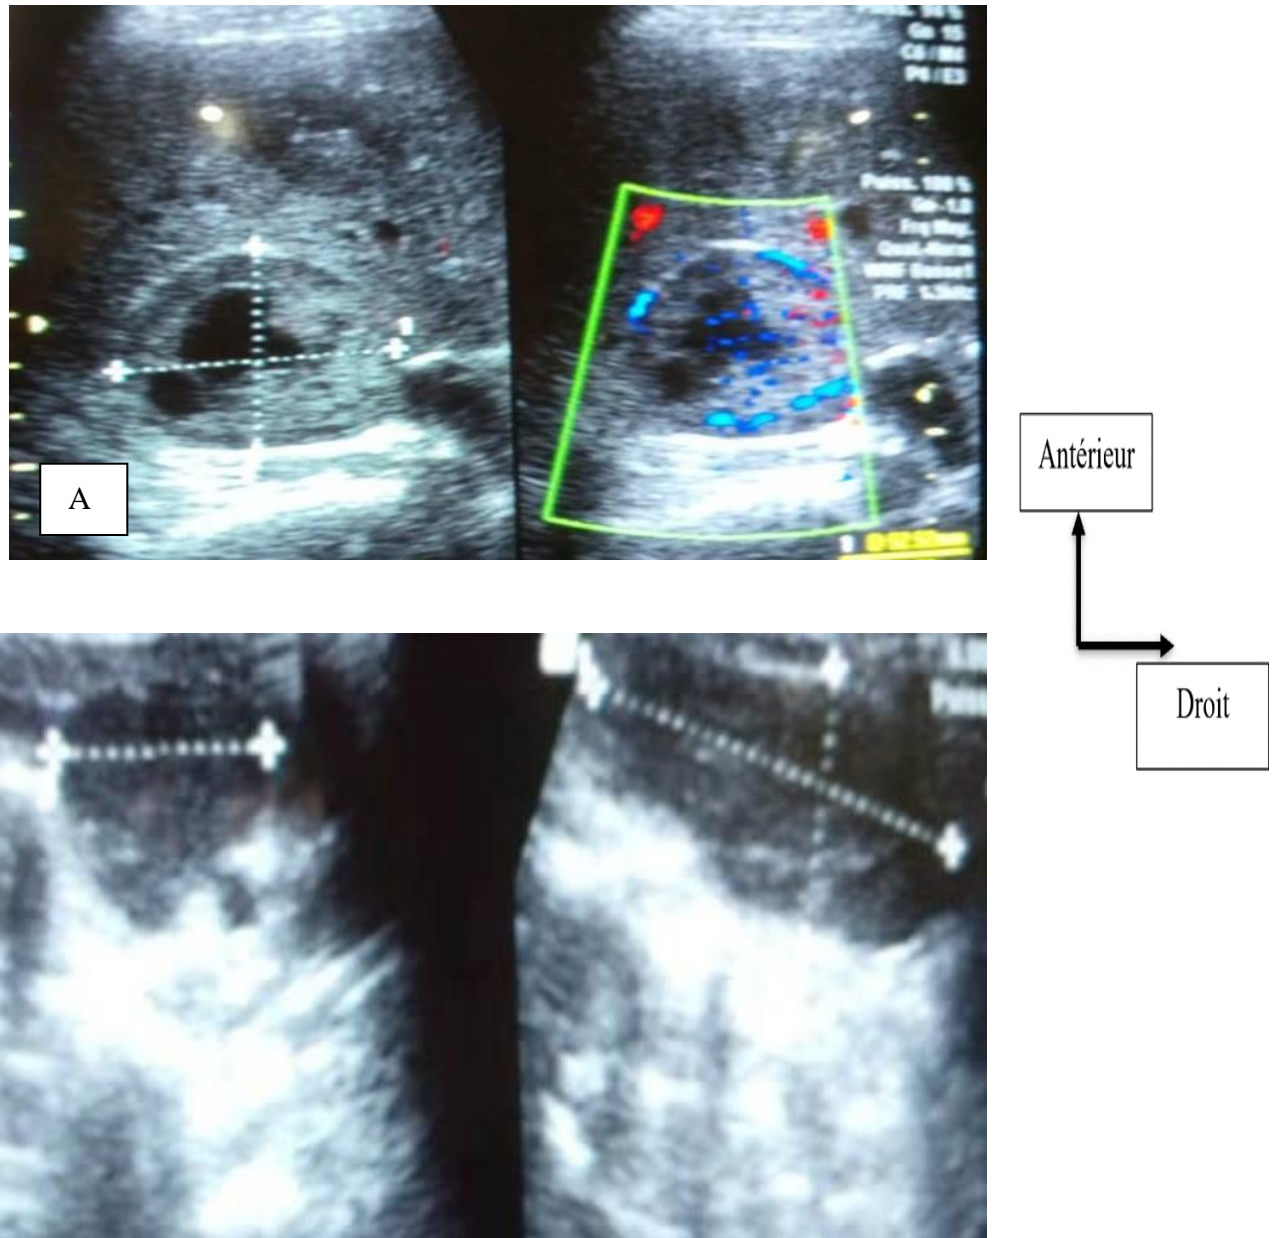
(A en coupe transversale ; B en coupe longitudinale) : Echographie de Mme D.B. 54 ans objectivant une masse lobaire droite associée à un nodule thyroïdien gauche hétérogène avec vascularisation interne au doppler classé Ti-rads 3.
